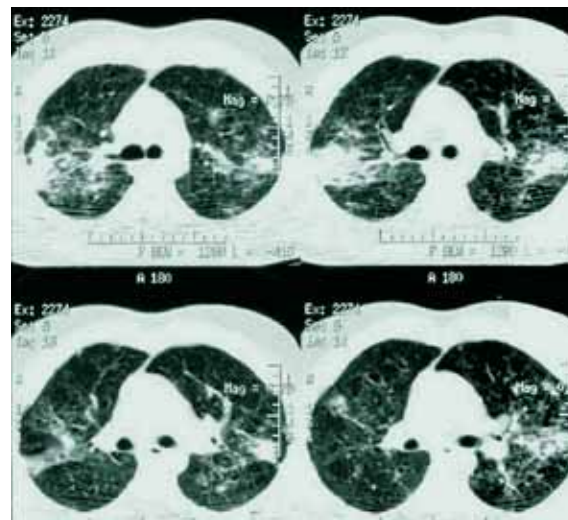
Компьютерная томограмма больного Ш. 26 лет
